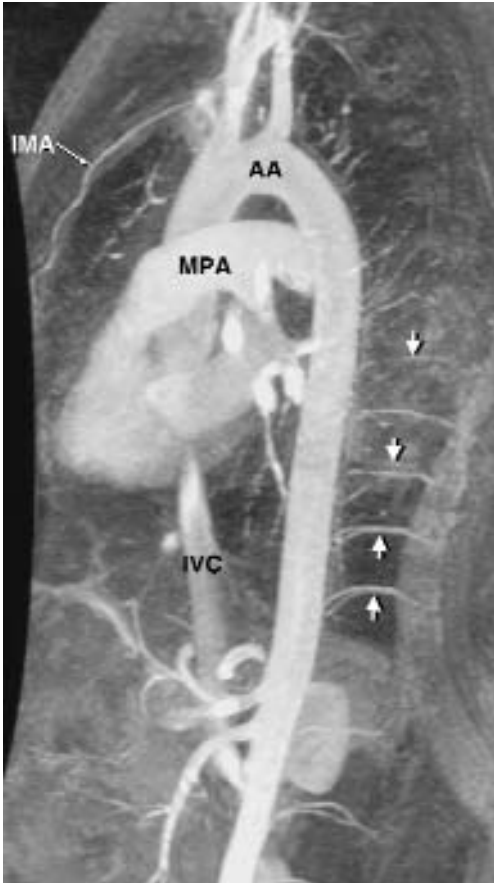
Angiograma por resonancia magnética (angiorresonancia), creado utilizando imágenes eco del gradiente rápido luego de la administración de gadolinio intravenoso. Se observan la aorta torácica completa y la porción superior de la aorta abdominal, así como la vena cava inferior (IVC), el tronco de la arteria pulmonar (MPA), el cayado aórtico (AA), la arteria mamaria interna (IMA) y las arterias intercostales (flechas).
